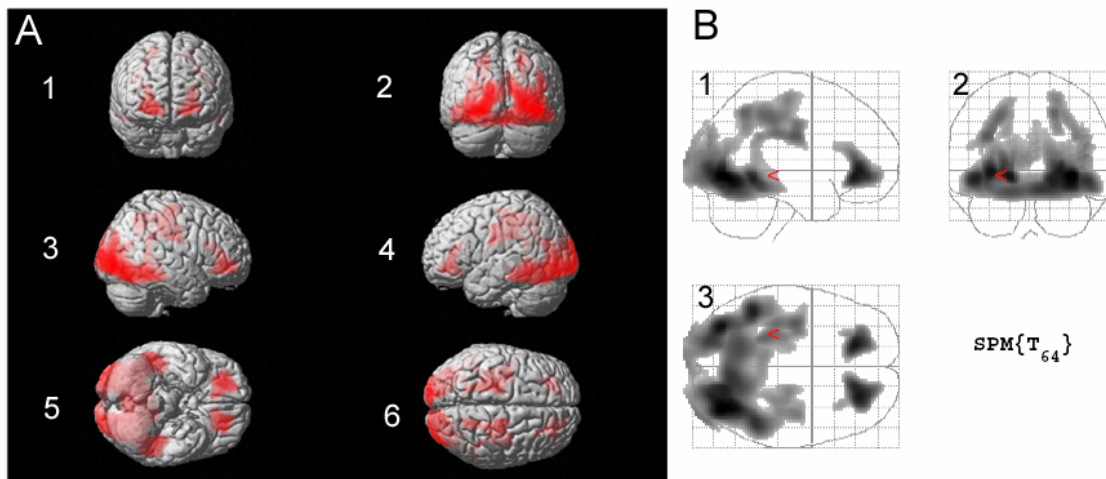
SPM-Analyse HD-Gruppe > Normkollektiv (eingeschränktes Gesichtsfeld) (A) Voxel mit signifikanten Z-Score-Werten auf ein oberflächengerendertes MRI projiziert: 1) frontal; 2) occipital; 3) rechts lateral; 4) links lateral; 5) ventral; 6) dorsal; auf allen Projektionen Hirn-Areale mit signifikantem Hypermetabolismus in der HD-Gruppe rot gefärbt (B) MIP des Gruppenvergleichs HD-Gruppe < Normkollektiv: 1) lateral; 2) occipital; 3) dorsal: Angezeigt werden Voxel mit signifikant erhöhtem Glucosestoffwechsel in der HD-Gruppe ($p < 0,001$, unkorrigiert)
